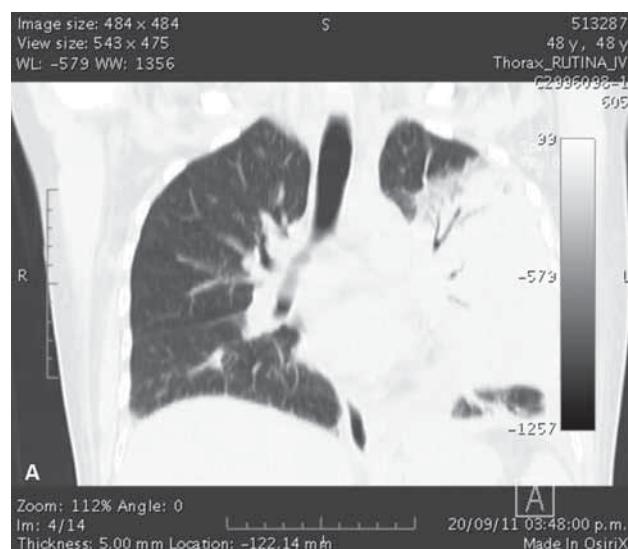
Tomografía computada de tórax: A) corte coronal y B) corte sagital; consolidación pulmonar izquierda, imagen en vidrio desplulado, derrame pleural y broncograma aéreo.
